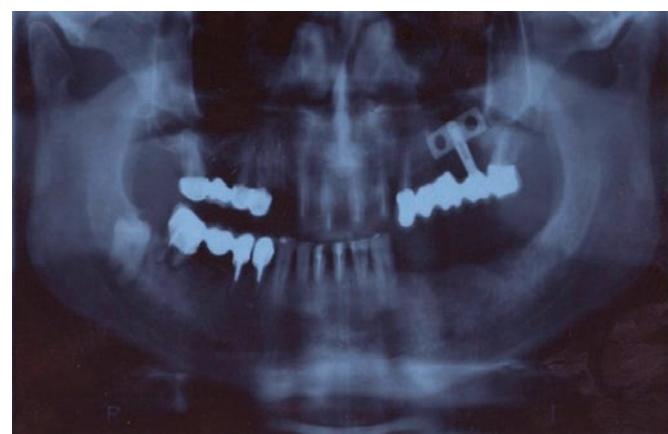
Ортопантомограмма больного С. через 6 мес после операции
